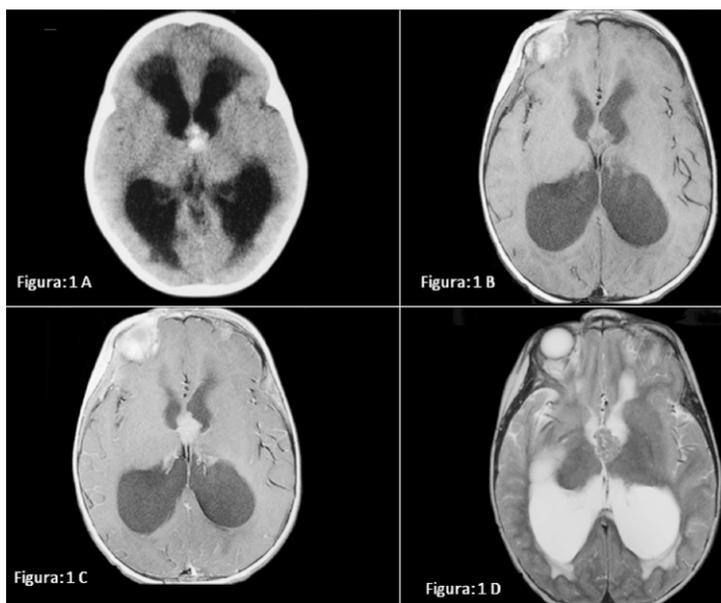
Cortes axiais de Tomografia Computadorizada (1A) e de Ressonância Magnética (1B, 1C, 1D)
